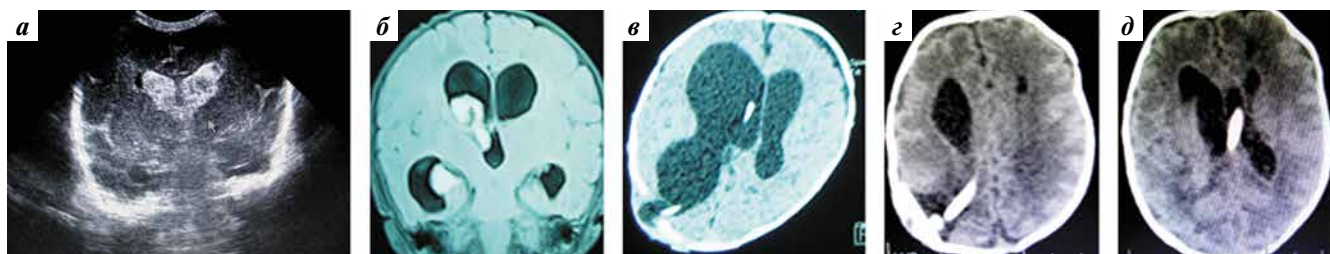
Результаты обследования ребенка С. с постгеморрагической гидроцефалией (24 нед, масса тела 580 г): а — нейросонография: постконцептуальный возраст (ПКВ) — 25 нед; б — магнитно-резонансная томография после коронаротранслямбдовидной вентрикулостомии: ПКВ — 30 нед; в — компьютерная томография вентрикулосубарахноидального стентирования: ПКВ — 38 нед; г, д — контрольная компьютерная томография через 3 мес после вентрикулосубарахноидального стентирования
